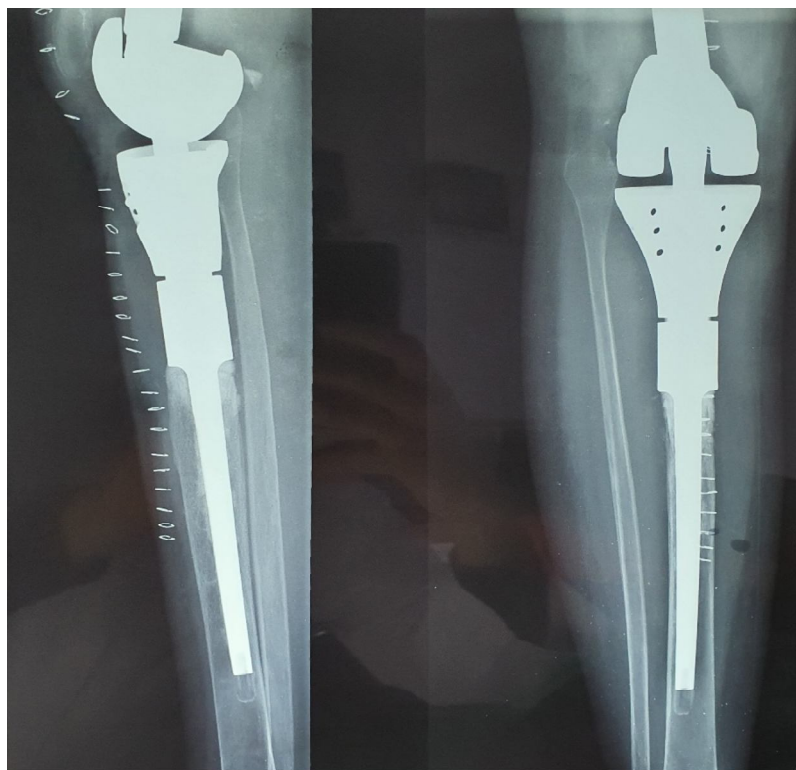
radiographie à 12mois post chirurgie d'une mégaprothèse du genou droit bien en place
